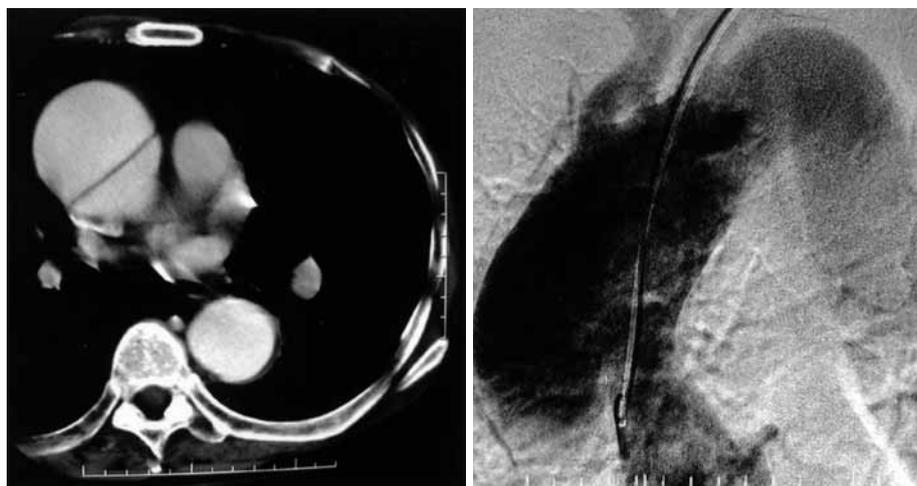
Chest computed tomography and digital subtraction angiography showed dilatation of ascending aorta (max diameter 80 mm) with intimal flap.
